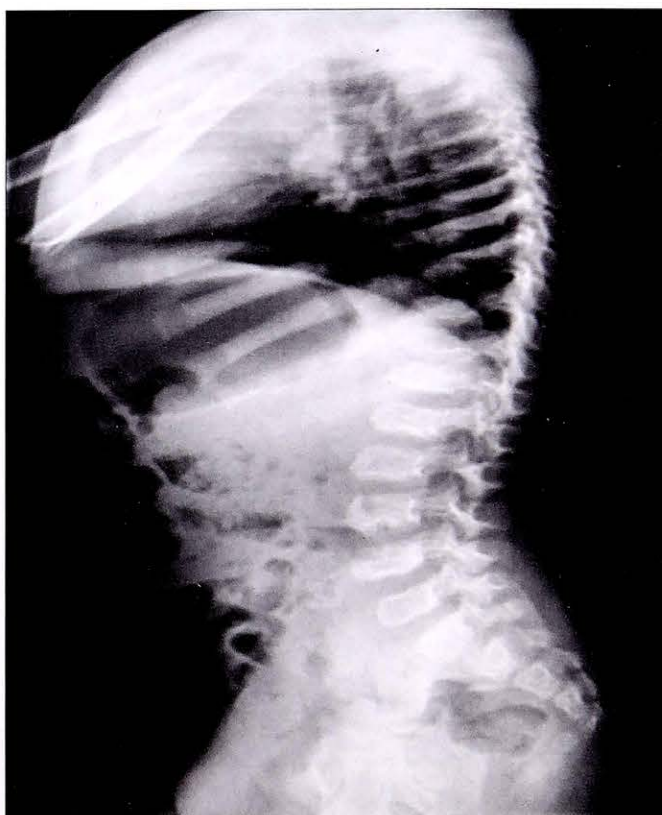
Рентгенограмма позвоночника пациентки С. с МПС IV типа в возрасте 4 лет.
